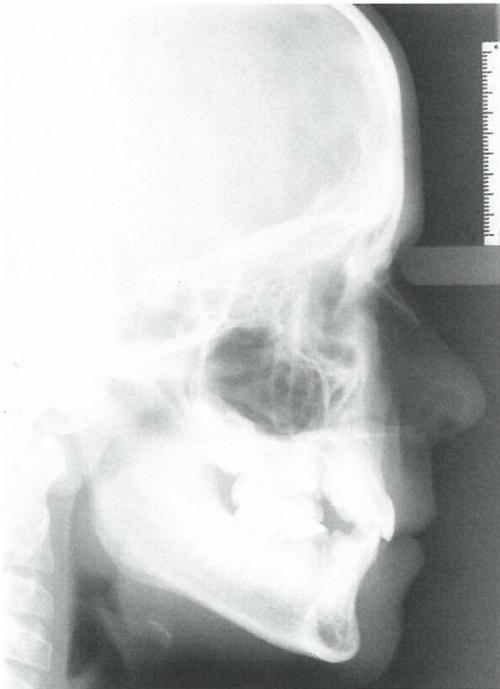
Fernröntgenseitenbild 6 1/2 Monate nach der operativen Entfernung der Keime aller vier 1. Prämolaren; die vertikale Kieferrelation hat sich wesentlich verbessert.
